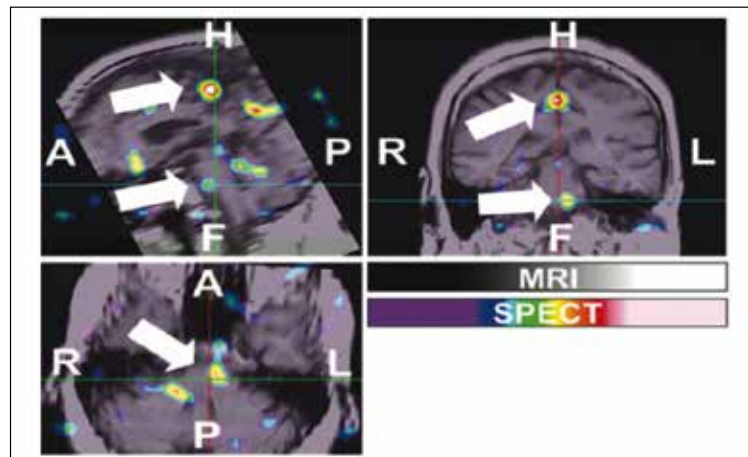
Circuit moteur activé pendant les comportements moteurs en sommeil paradoxal chez une patiente parkinsonnienne, en SPECT. Notez l'activation du cortex moteur (programmation du mouvement), du tronc cérébral (activation du sommeil paradoxal, relais moteur), mais pas des ganglions de la base. Avec l'aimable permission de Geert Mayer et du journal *Brain*.
